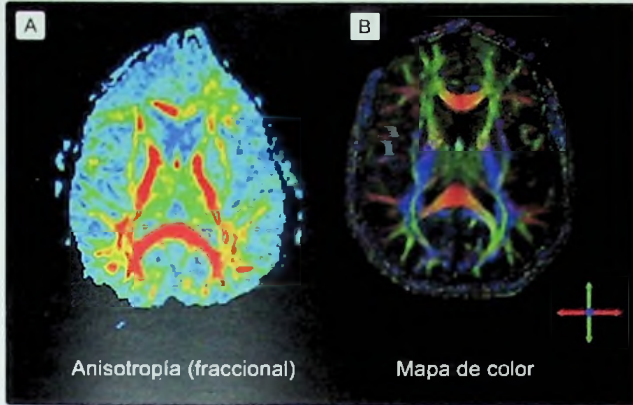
Imágenes de resonancia magnética por tensor de difusión (DTI). A) Mapa de anisotropía fraccional de un paciente con un traumatismo craneoencefálico frontal derecho. B) Mapa codificado en colores en un individuo sano, de modo que las fibras anteroposteriores quedan coloreadas en tonalidades verdes; las fibras de izquierda a derecha, en rojo, y las fibras ascendentes-descendentes, en azul.
